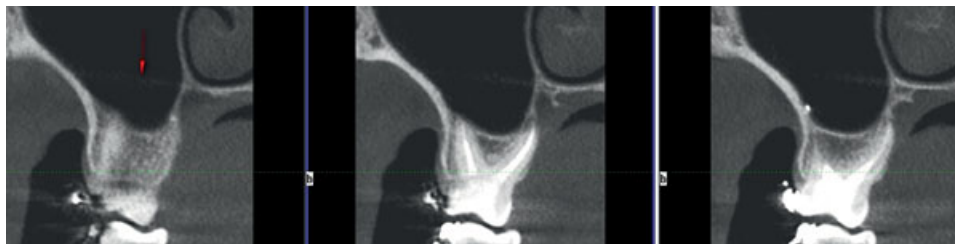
Артефакт в виде лучика от костной пластинки твердого неба. Артефакт в виде языков пламени от пломбировочного материала и брекет-системы. Измерение рентгенплотности в зоне этих артефактов показывает завышенные значения плотностных показателей в единицах Хаунсфилда
